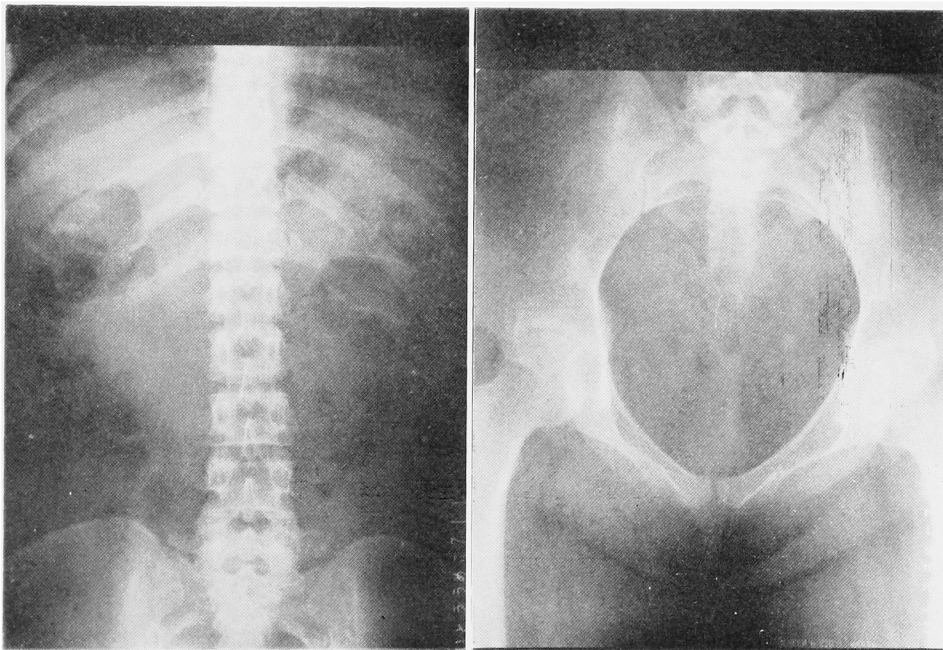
内視鏡下バスケットカテーテル操作後の腎膀胱部単純写真 (症例1)
